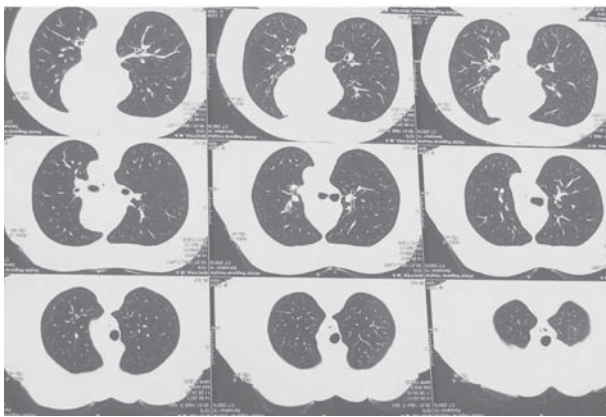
Ш-а М. А., 57 лет, МС КТ грудной клетки от 14.06.2017 г. Заключение: состояние после резекции пищевода с пластикой его целым желудком с анастомозом на шее. Послеоперационные изменения правого легкого. Очаговые образования обоих легких. Двусторонний пневмосклероз.
